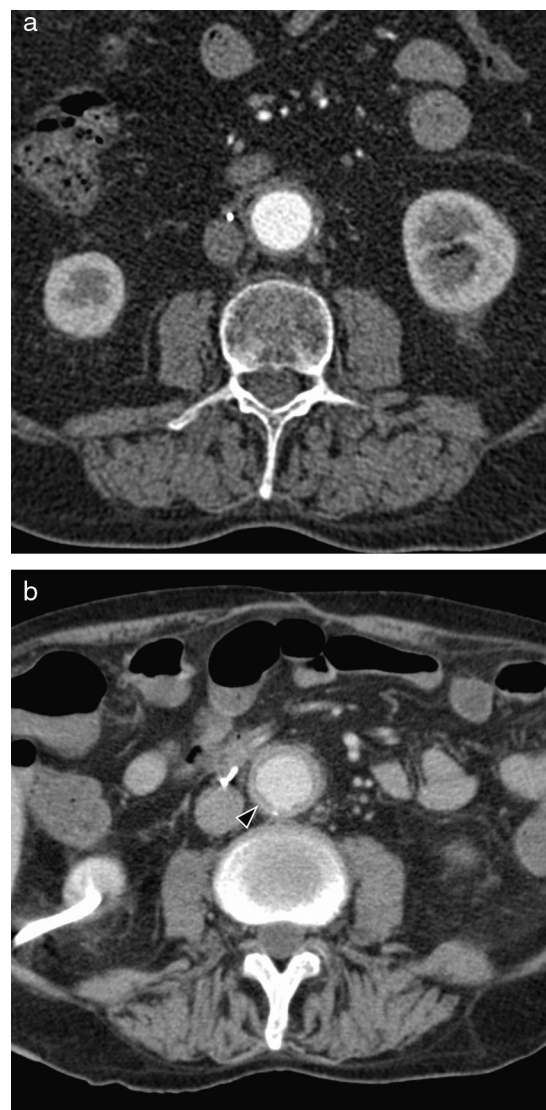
Aortitis por fármacos en un varón de 78 años con neoplasia vesical en tratamiento con gemcitabina. Imagen axial de TC antes (a) y después (b) de iniciar el tratamiento, que muestra un engrosamiento mural aórtico con captación de contraste (cabeza de flecha).
